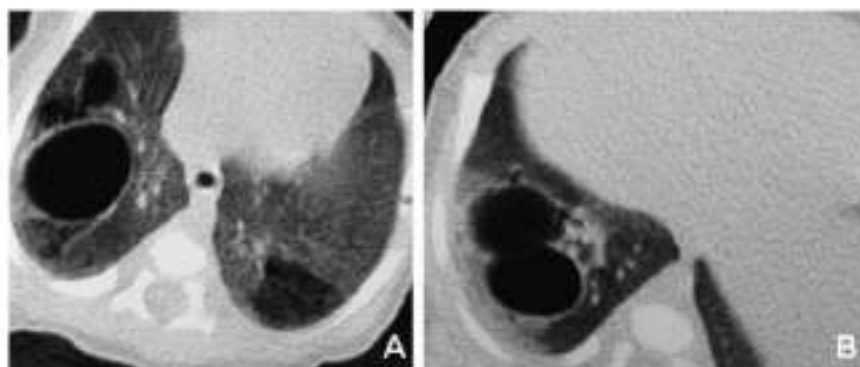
Chest computed tomography revealing the presence of a heterogeneous area with multiple cystic images in the lower lobe and posterior segment of the upper lobe of the right lung, and small heterogeneous areas with cystic images in the lower lobe in the left lung (A,B).
